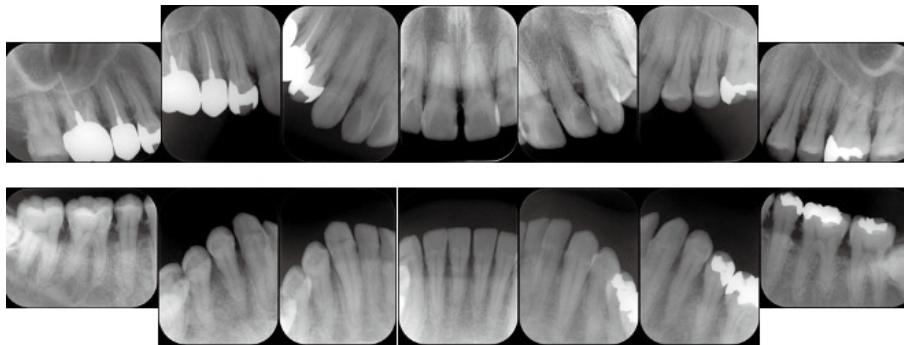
Dental radiography at initial visit (2015.11)
